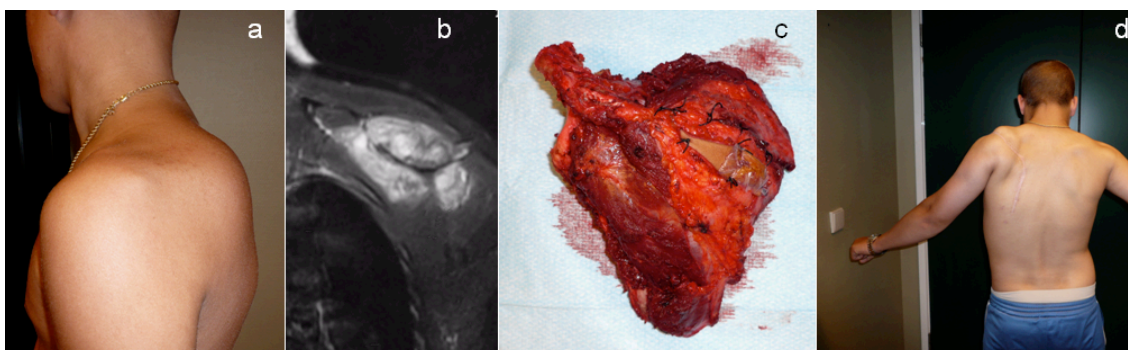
Osteosarcoma de escápula estadio IIB de Enneking: aspecto clínico después de la quimioterapia neoadyuvante (a); visión coronal de RM postquimioerapia neoadyuvante (b); pieza de resección intraarticular Malawer tipo 3 (c); aspecto clínico dos años después de la intervención (d). El paciente desarrollaría una metástasis pulmonar que fue extirpada. Actualmente, 4 años y 9 meses después del comienzo del tratamiento, está vivo y hace una vida normal con 30 puntos en la escala funcional de la MSTS.
